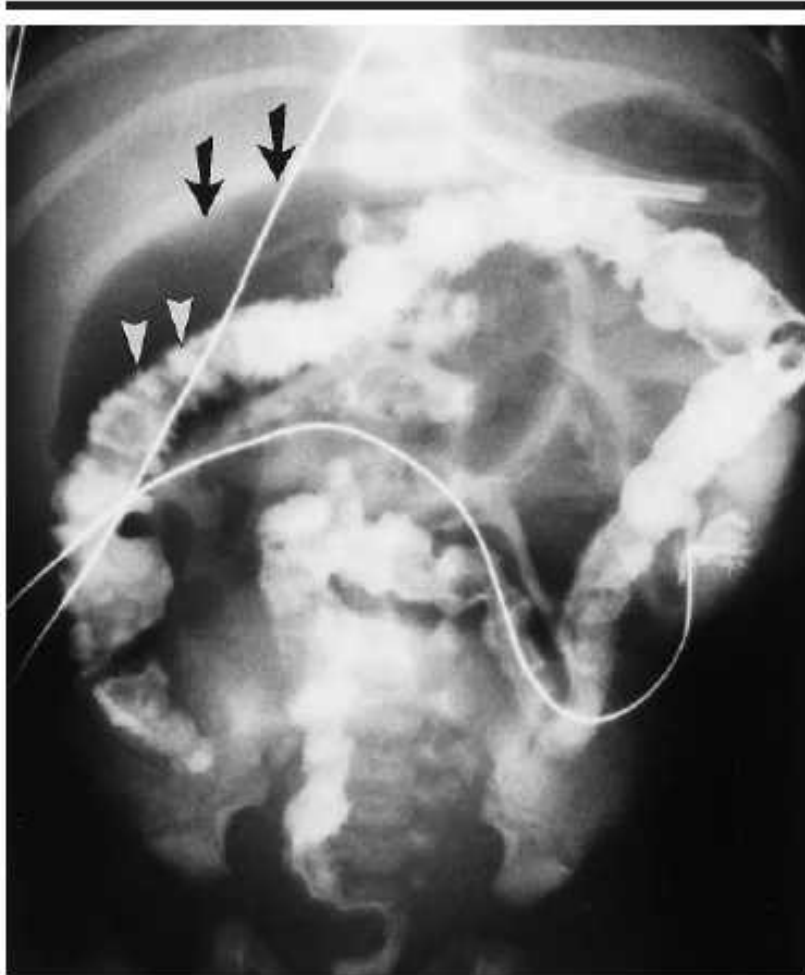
Radiograph of the abdomen obtained with the patient supine 20 hours after Figure 1 was obtained shows persistent dilatation of loops of small bowel (arrows) in the upper abdomen, with irregular contractions at the hepatic flexure (arrowheads).
